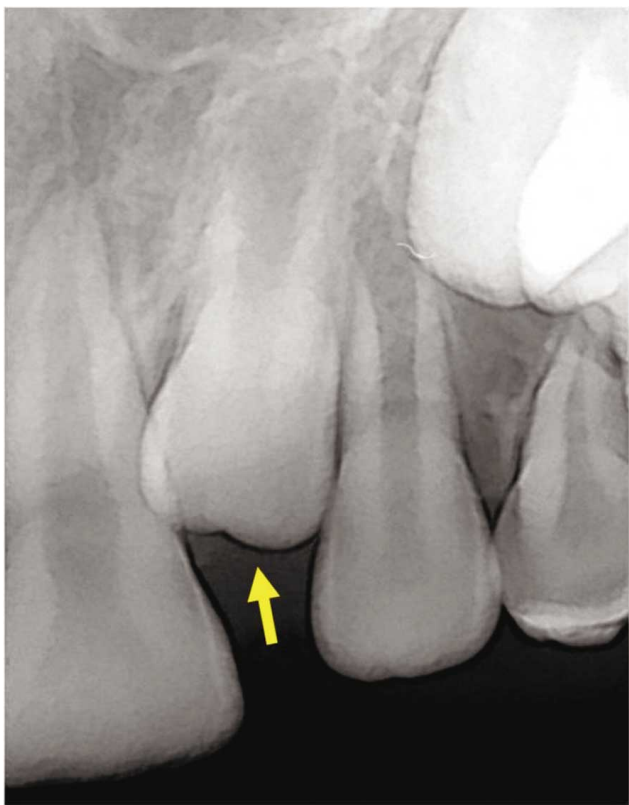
Radiografía periapical de la región del 2.2, mostrando un incisivo lateral superior permanente parcialmente erupcionado y otro incisivo lateral superior permanente no erupcionado (flecha).
